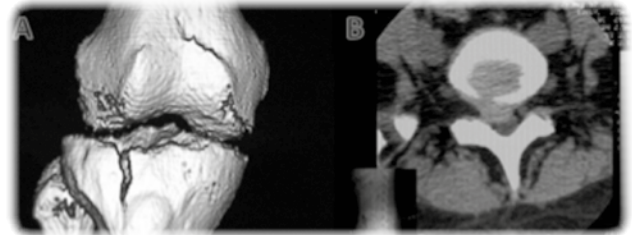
Tomografía computada. (A) Reconstrucción 3D de la rodilla en el plano coronal. (B) Columna vertebral en el plano transversal.
